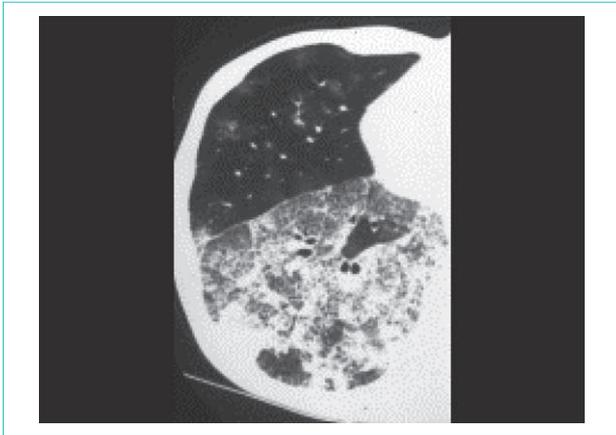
細気管支肺胞上皮癌の胸部 HRCT 像、crazy-paving pattern
